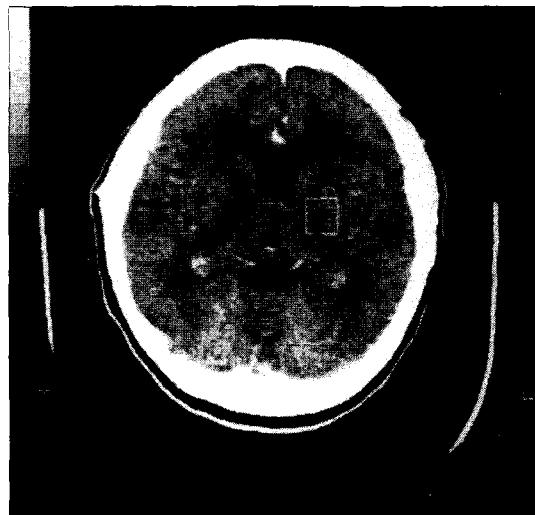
CT scan obtained 9 months before poststroke depression shows low density in left basal ganglia.
